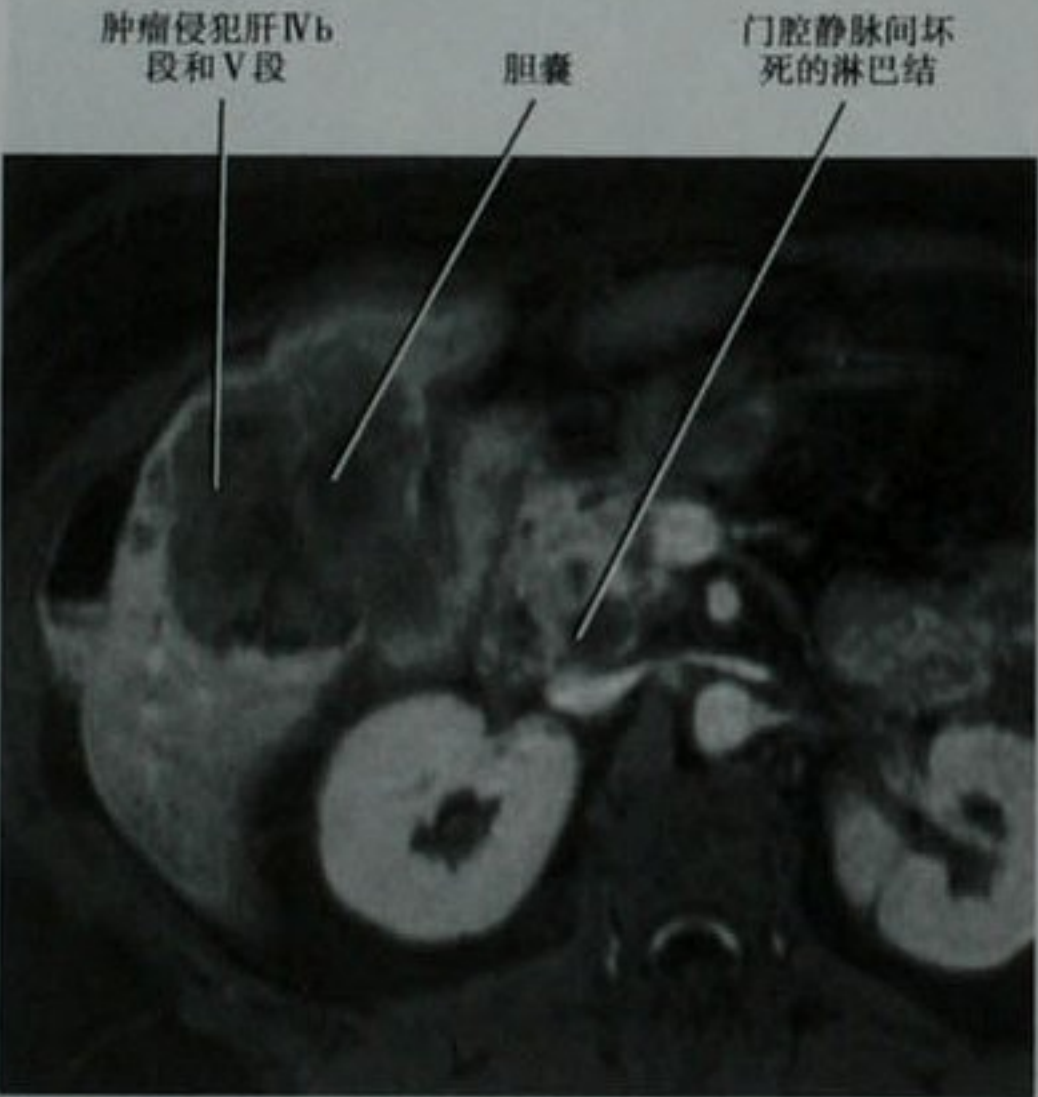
晚期胆囊癌侵犯肝 IVb 段和 V 段的患者,通过胆囊层面 Ga-DTPA 增强 MRI 的图像,显示门静脉与腔静脉间坏死的淋巴结
